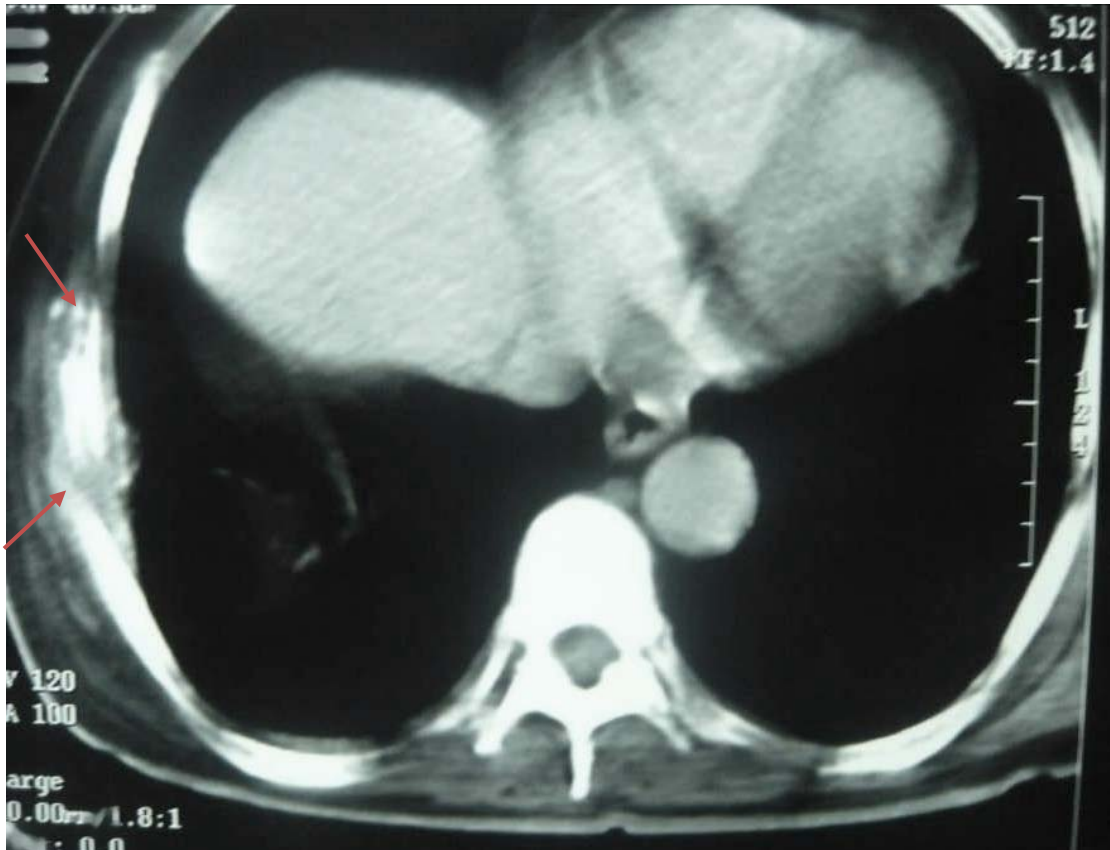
TDM thoracique en coupe axiale objectivant un épaississement pleural basithoracique droit avec ostéolyse d'un arc costal latéral droit (métastase costale) (flèches).
